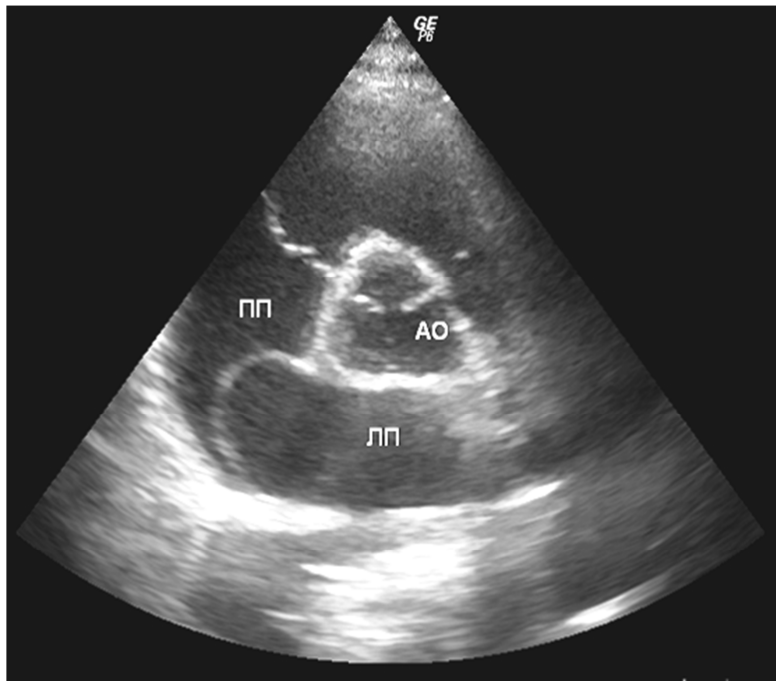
Ультразвуковая томограмма сердца. Парастеральная позиция по короткой оси левого желудочка на уровне аортального клапана. Аневризма межпредсердной перегородки. АО – восходящая аорта, ЛП – левое предсердие, ПП – правое предсердие.
